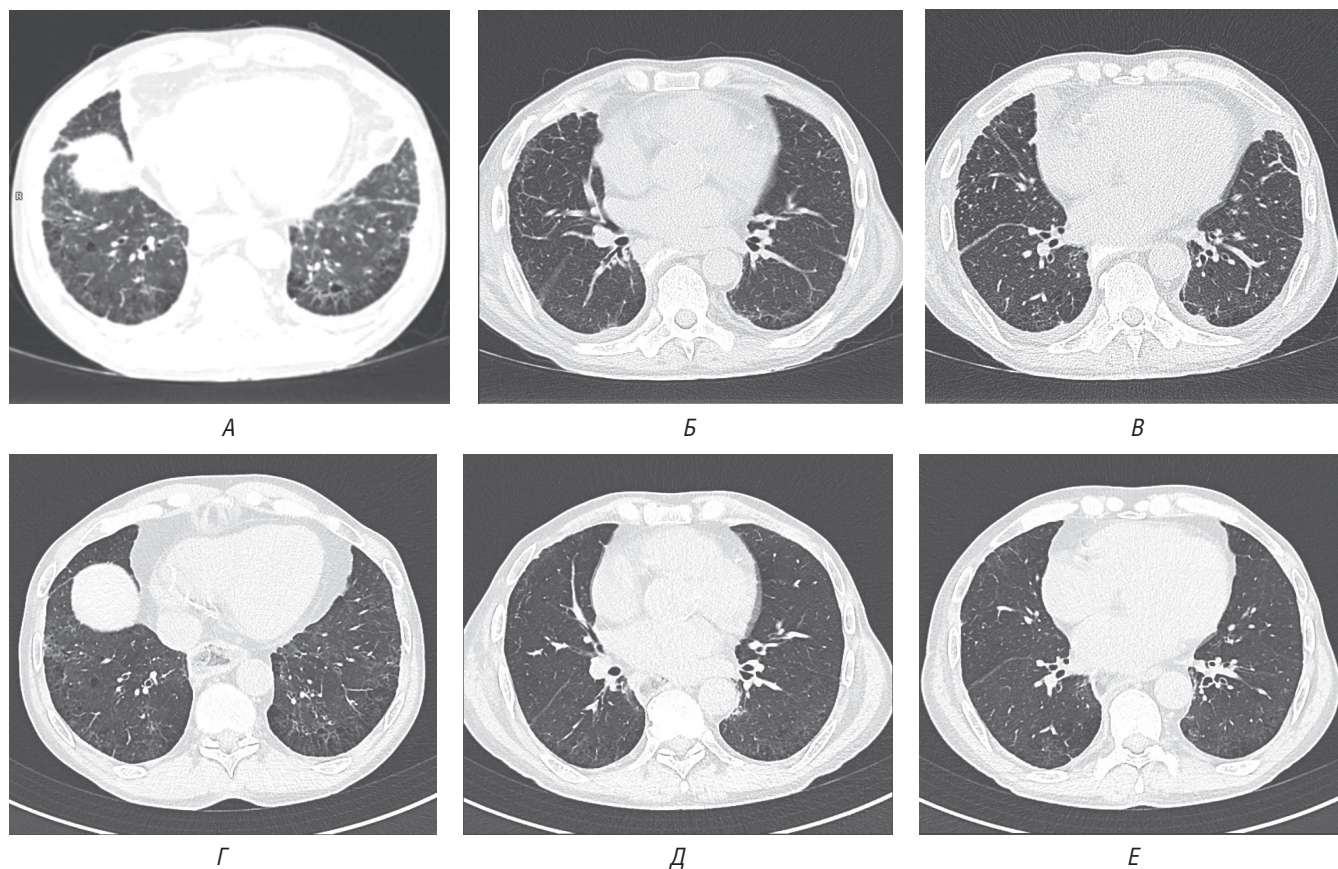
Результаты компьютерной томографии пациента до (А–В) и после (Г–Е) лечения олокизумабом. Сравнение КТ данных в аксиальной плоскости проведено на одних и тех же уровнях
